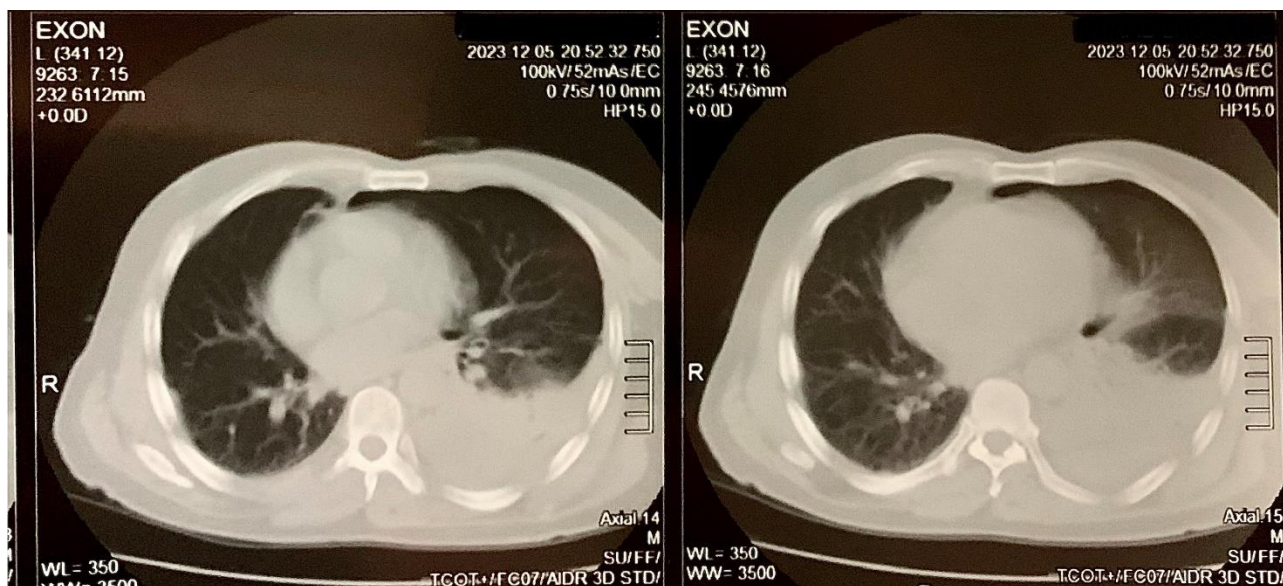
TDM Thoracique objectivant un hemothorax gauche de grande abondance , Hôpital militaire Avicenne , Marrakech
